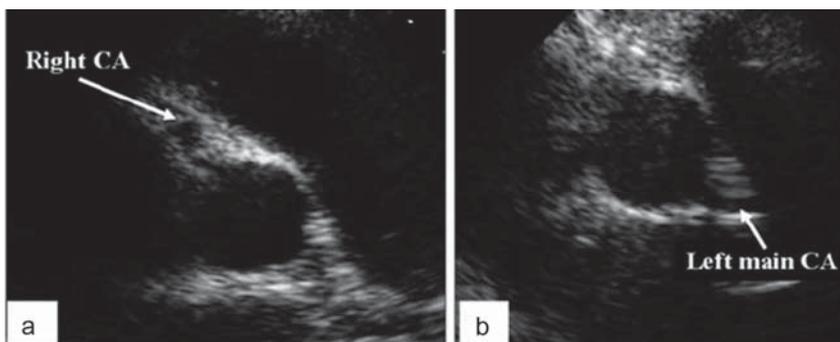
Эхокардиографическое исследование: отхождение главного ствола левой коронарной артерии и отхождение правой коронарной артерии:
